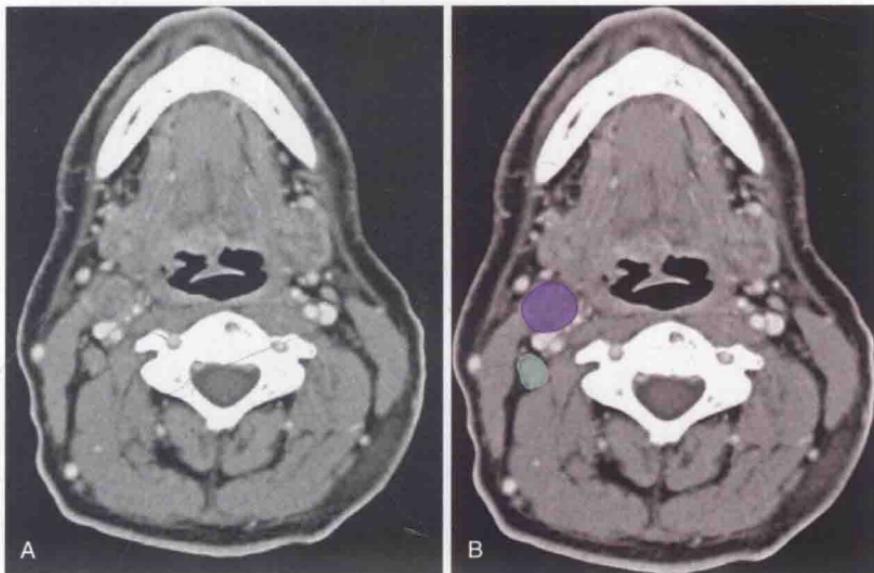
A. 横轴位 CT 增强扫描显示肿大的Ⅱ区淋巴结。这些淋巴结又根据颈内静脉的后缘分为ⅡA区和ⅡB区。B. 淋巴结ⅡA区和ⅡB区被勾画出来
